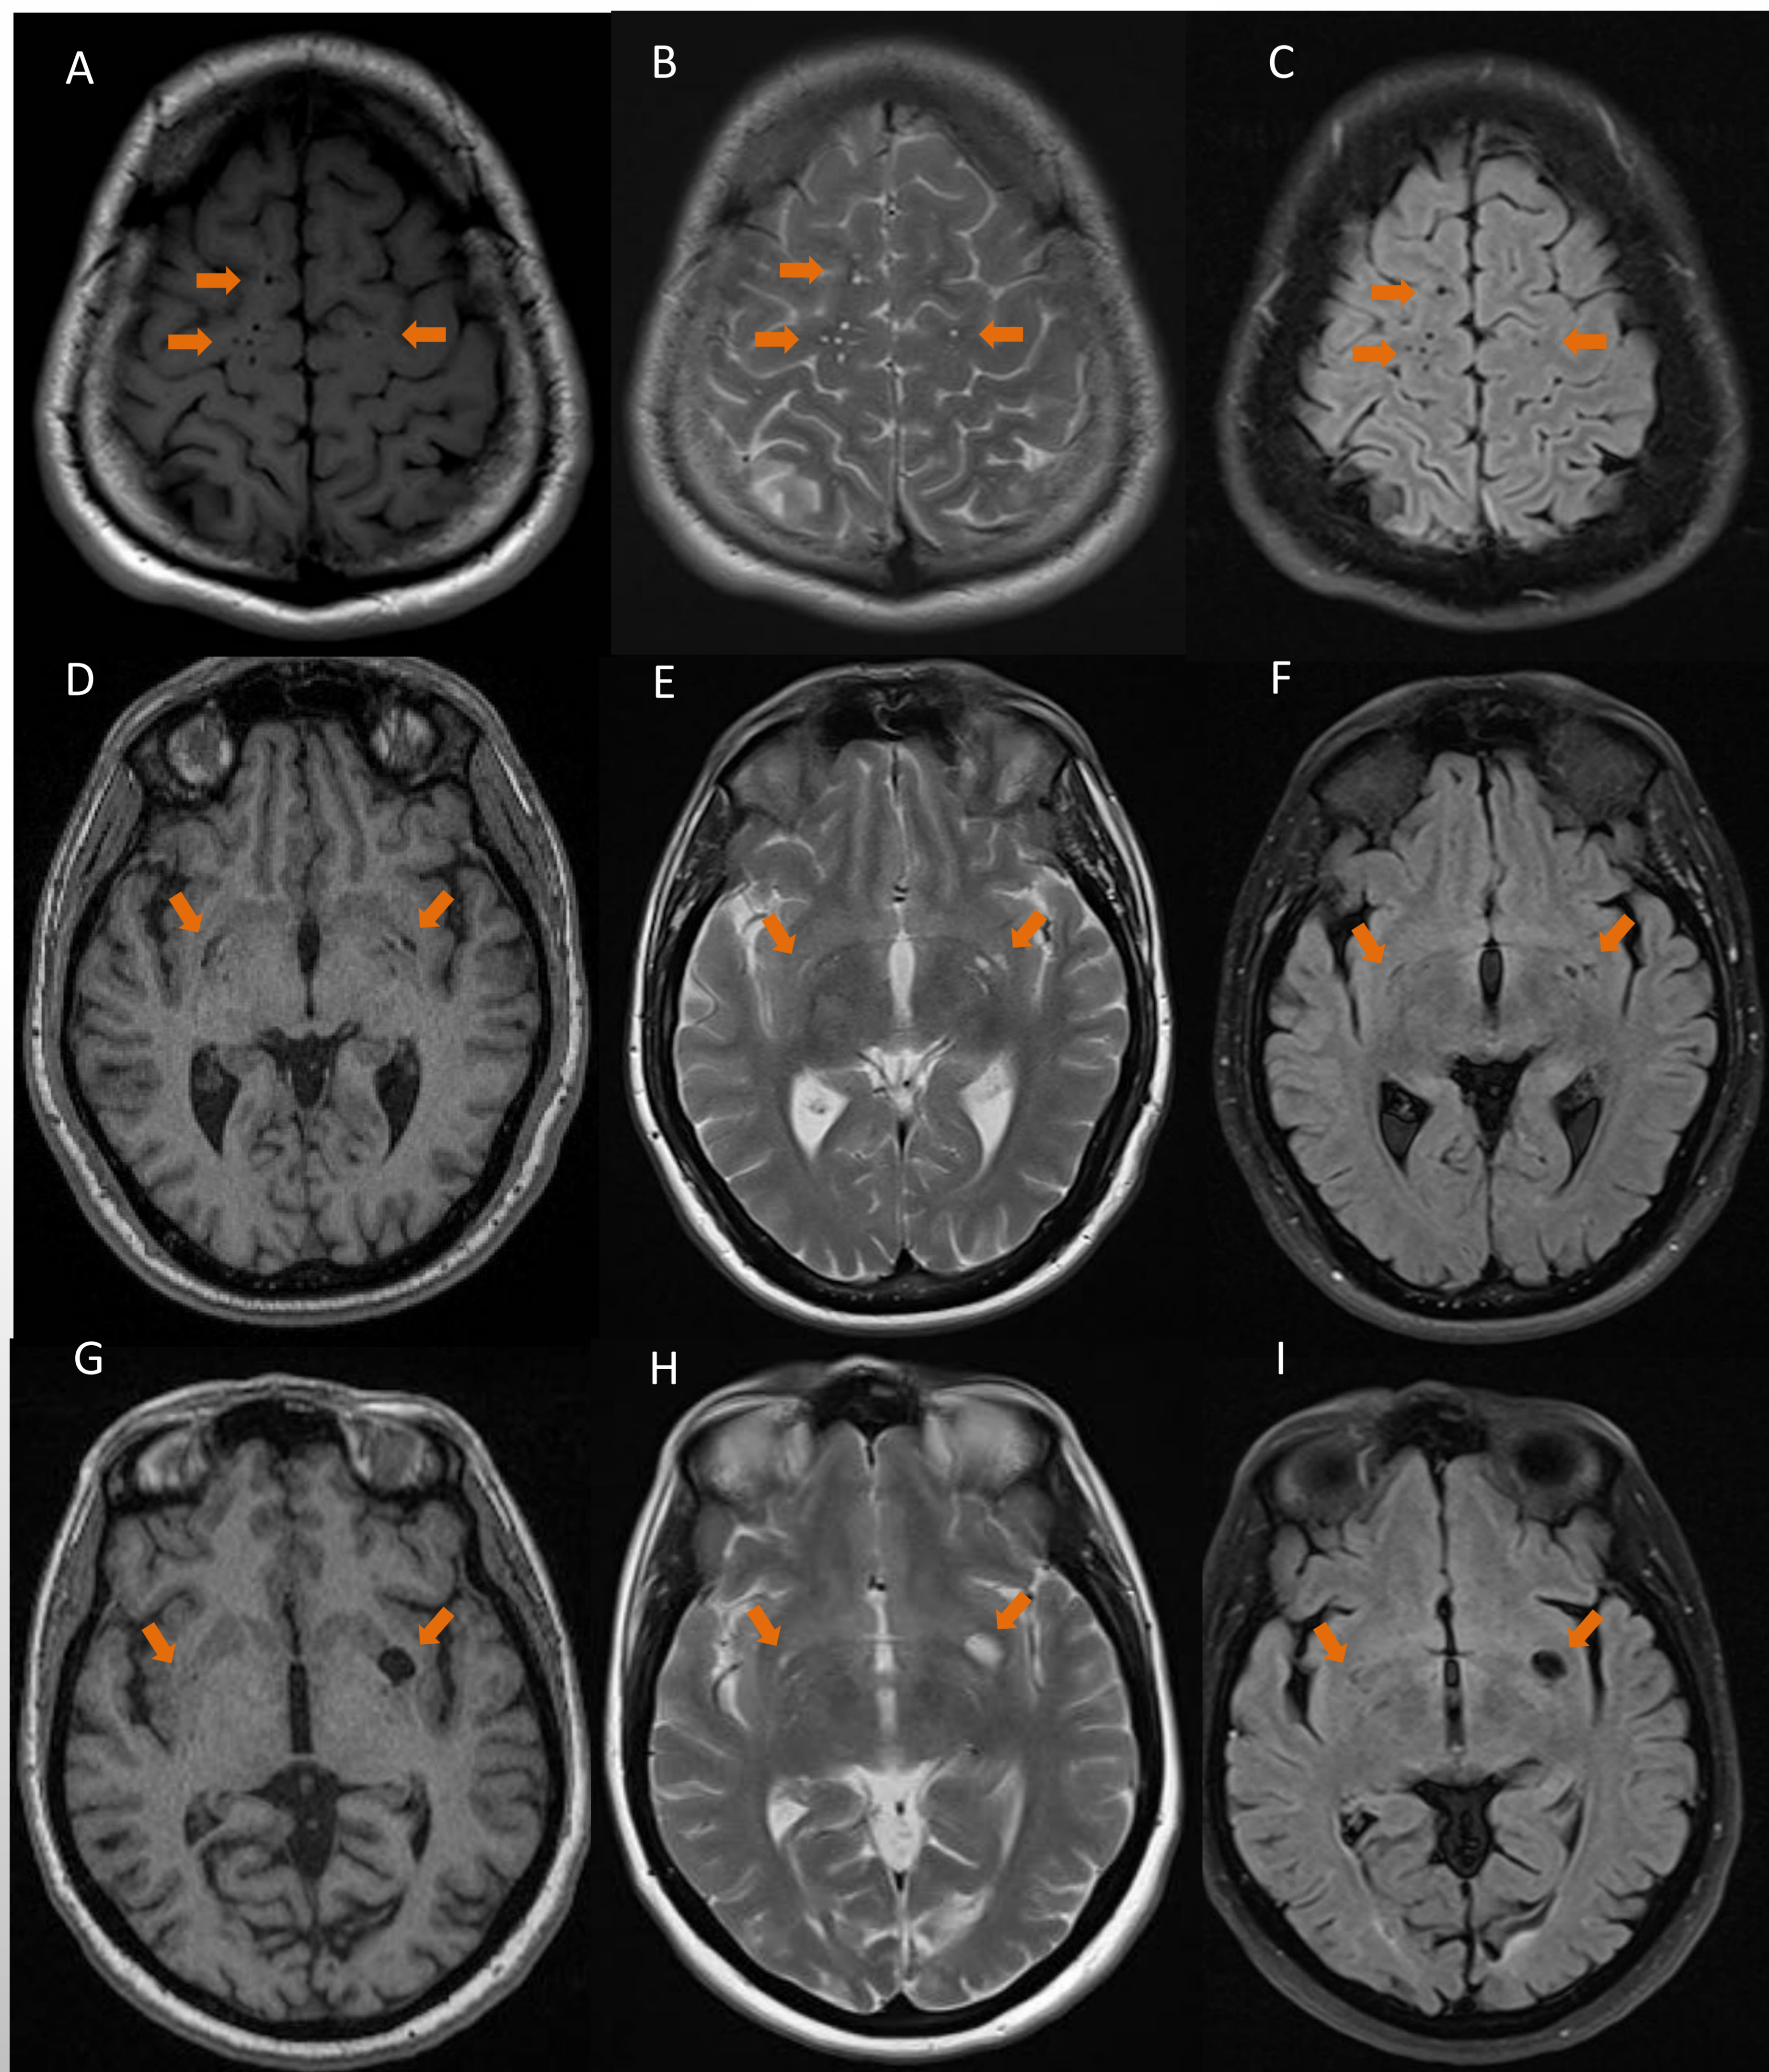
Las imágenes A, B y C, se corresponden con EPVs localizados en la SB de los hemisferios cerebrales obtenidos en las secuencias T1, T2 y FLAIR respectivamente en un corte axial. Las imágenes restantes se corresponden con EPVs localizados en los núcleos de la base obtenidas en las secuencias T1 (D, G), T2 (E, H) y FLAIR (F, I).
